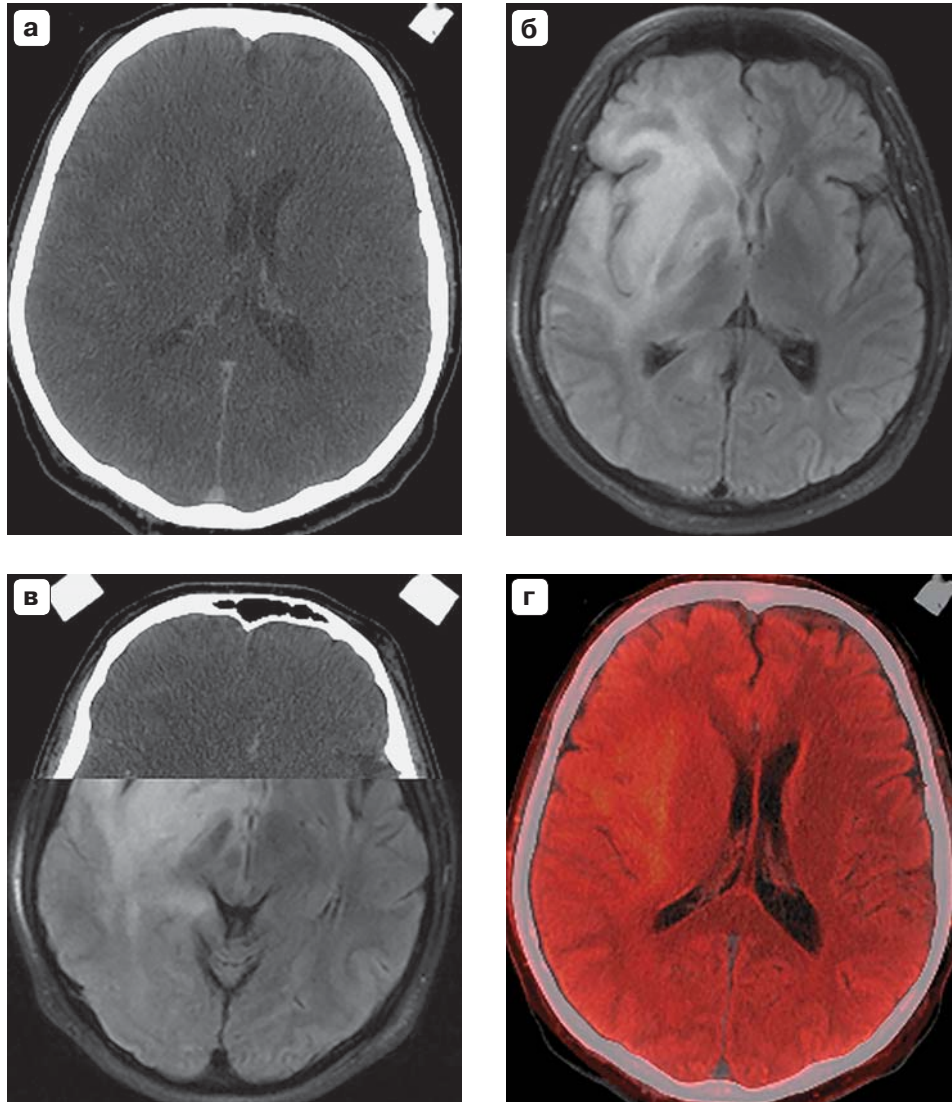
Совмещения данных КТ и МРТ для планирования СТБ. а – КТ головного мозга с внутривенным контрастным усилением; б – МРТ-головного мозга в режиме T2-FLAIR перед совмещением; в, г – совмещенные данные КТ и МРТ головного мозга.
